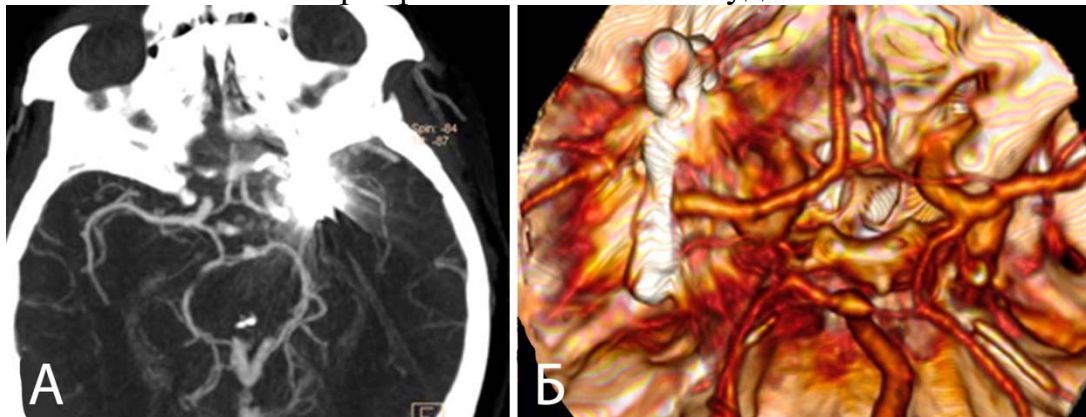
Значительное количество артефактов от клипс при СКТ-АГ (А2). А – визуализация в режиме МIP, аксиальная проекция, невозможность визуализации области бифуркации левой СМА из-за артефактов, однако хорошо видны другие артерии Виллизиева круга; Б – 3D-реконструкция с выраженными артефактами от клипс в области бифуркации левой СМА
